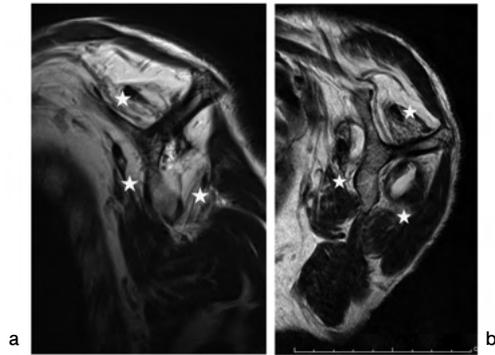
MRI T2 Oblique sagittal像 aは初診時、bは6年後
